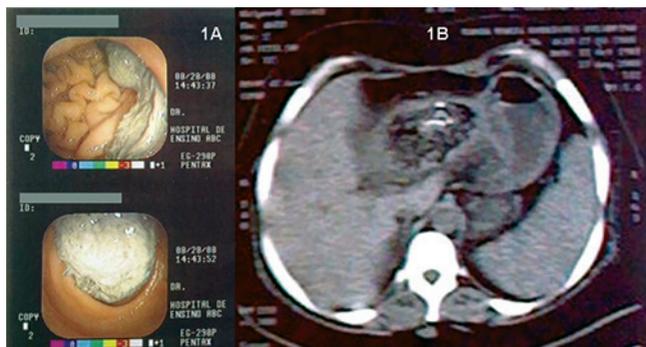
A) Aspecto da endoscopia digestiva alta mostrando corpo estranho intraluminal; B) tomografia computadorizada com imagem de linhas radiopacas espiraladas que representavam os marcadores da compressa
